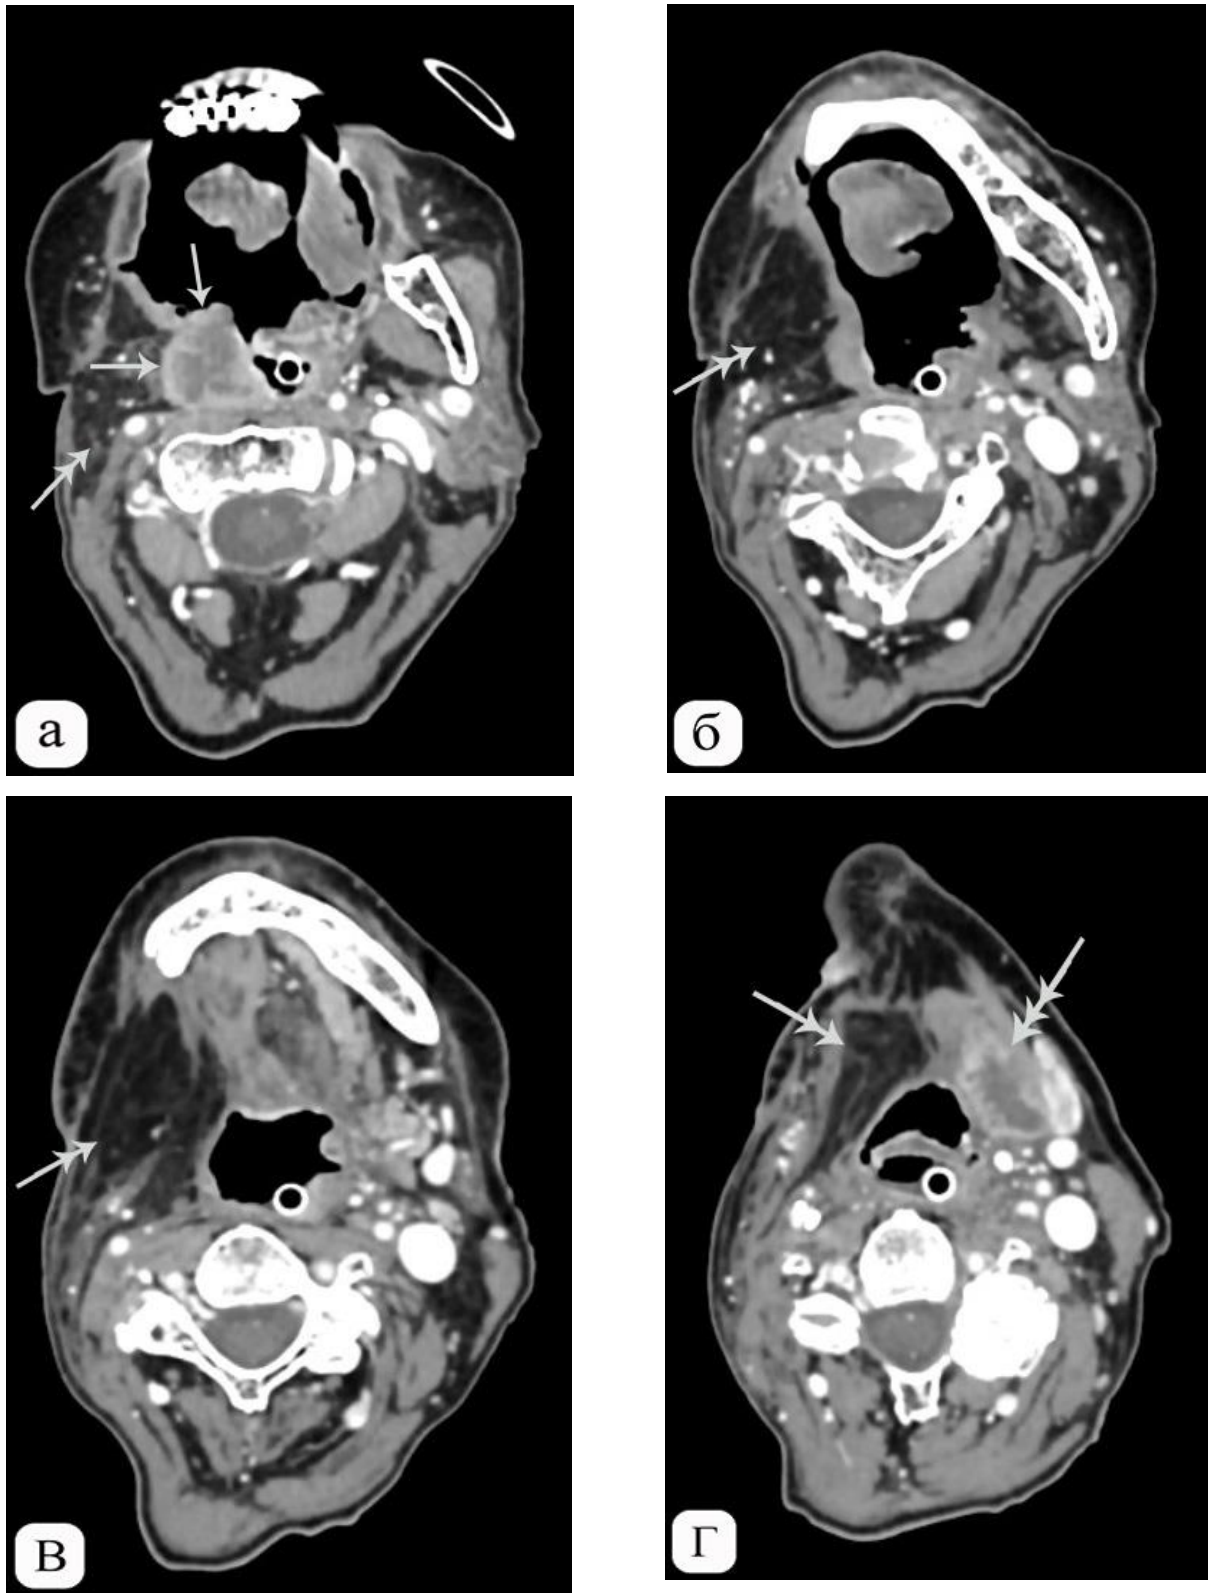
Компьютерная томограмма тканей полости рта в аксиальной проекции, внутривенное контрастирование. Серия срезов кранио-каудального направления (а-г). Рак языка. Состояние после комбинированного лечения. На фоне постлучевых и послеоперационных изменений в тканях боковой поверхности ротоглотки справа (стрелка) визуализируется дополнительная ткань с гиподенсивным центром, активно накапливающая КП по периферии. В процесс вовлечены задняя стенка ротоглотки и ткани аутотрансплантата (двойная стрелка). На уровне подчелюстной слюнной железы слева также визуализируются аналогичные изменения (тройная стрелка).
